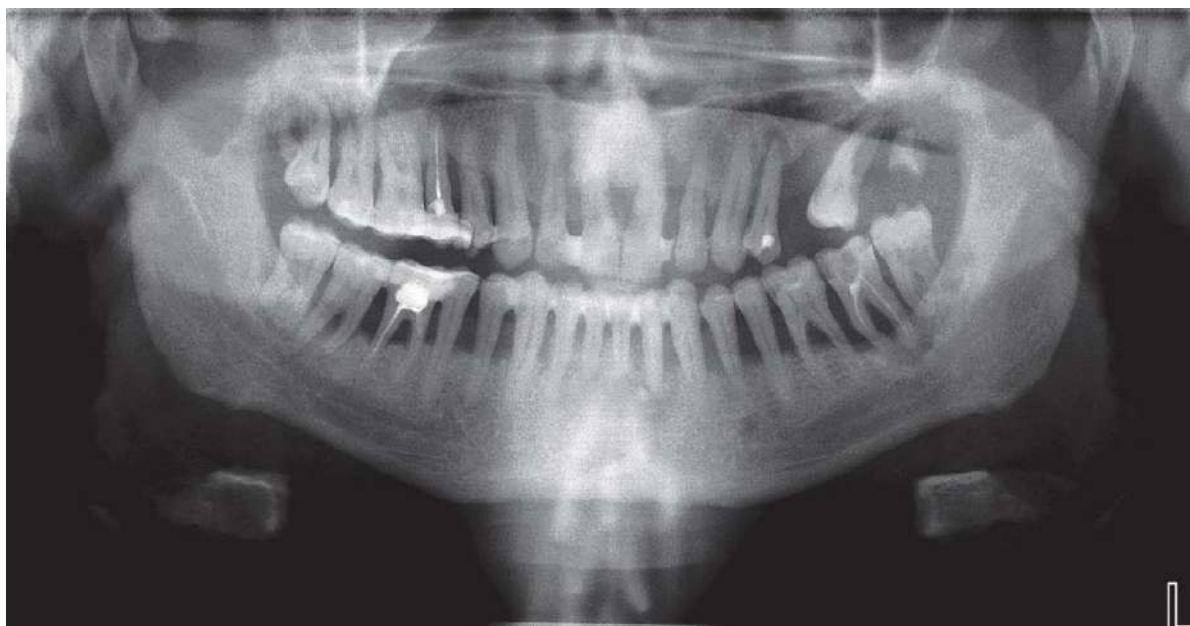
Ортопантомограма хворого Б., медична карта стоматологічного пацієнта № 187. Діагноз хронічного генералізованого пародонтиту III ступеня.
